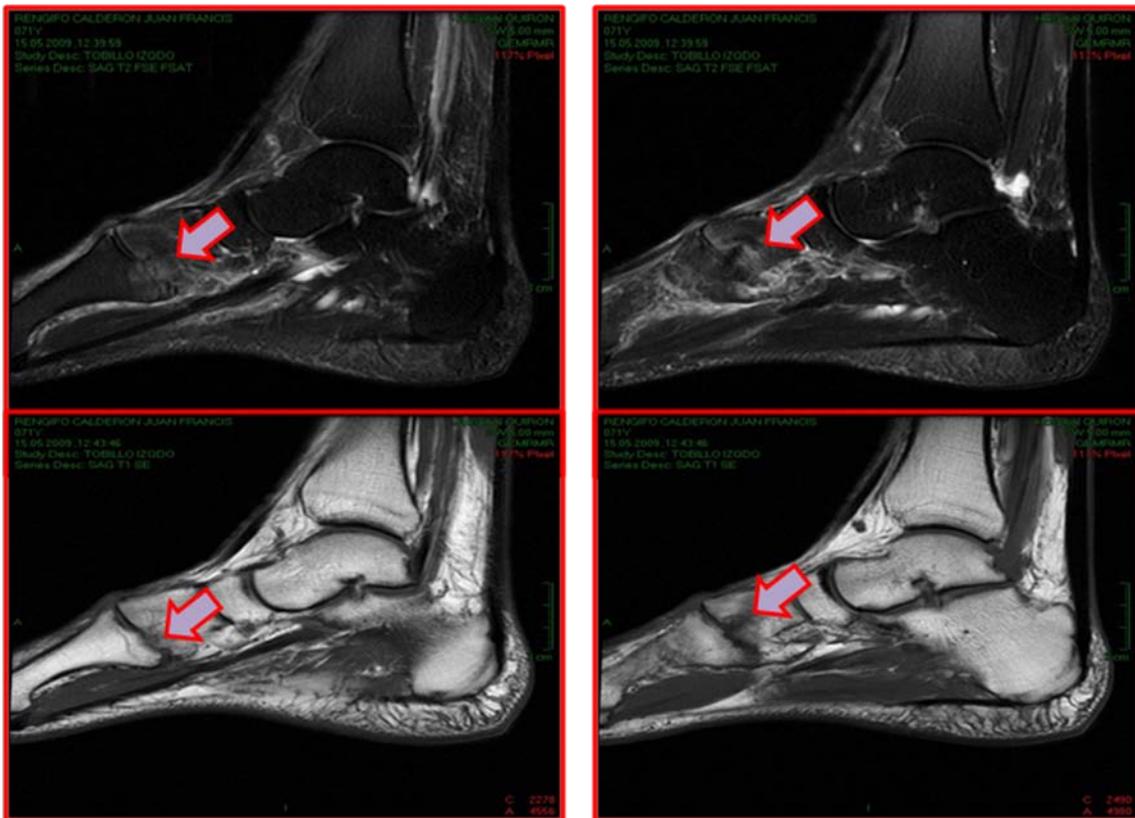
Imágenes de RMN donde se observan signos de osteoartritis en la 1ª ACM
